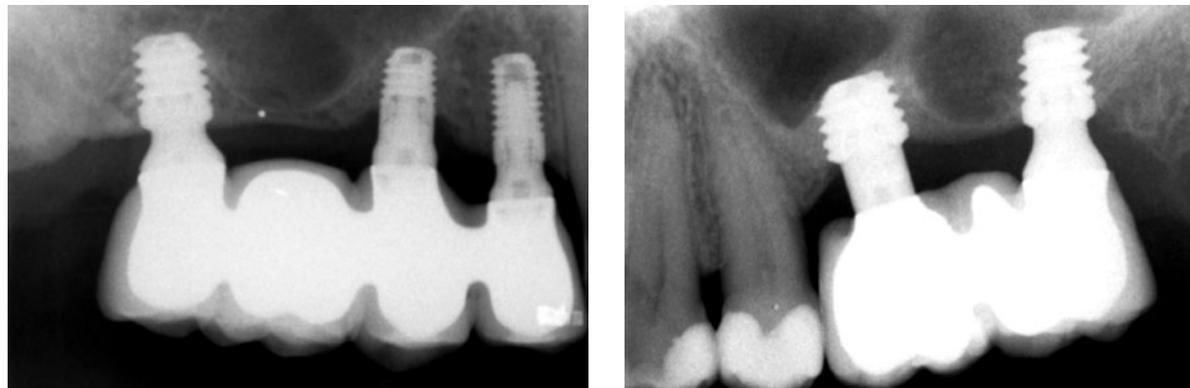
Radiografia com ambos os quadrantes carregados com a prótese progressiva.
